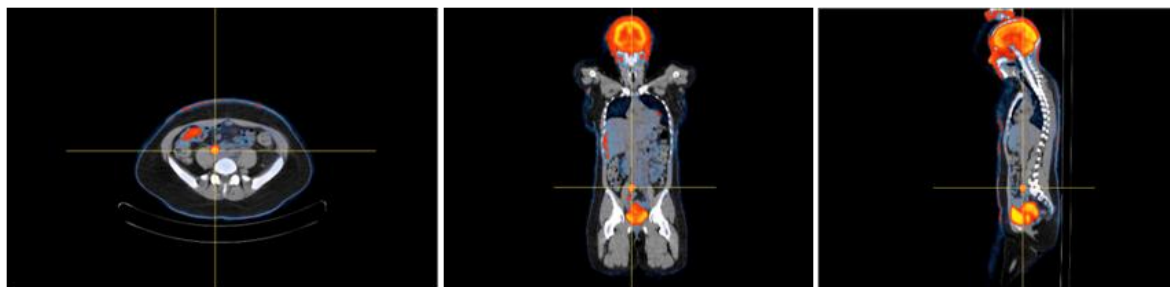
Cortes axiais, coronais e sagitais de PET/CT após administração de ^{18}F -FDG. Na vista sagital percebe-se a lesão primária. As linhas de referência encontram-se sobre um de dois focos de hipercaptação.
